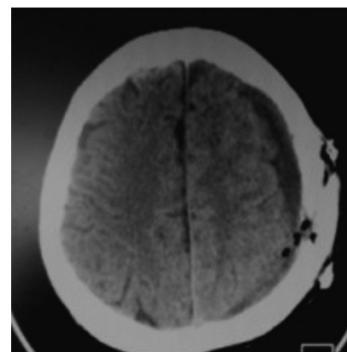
术前头颅CT示慢性硬膜下血肿,左侧额顶部颅板下见弧形混杂密度影,似见分隔,前部呈稍低密度影,后部呈稍高密度影,左侧侧脑室受压,中线明显右移;图2 钻孔引流术后颅板下见弧形低密度影,下层密度稍高,左侧侧脑室受压,中线有右移;图3 钻孔引流术后3 d复查示颅板下见弧形混杂密度影,下层高密度,并见气体,左侧侧脑室受压,中线右偏
